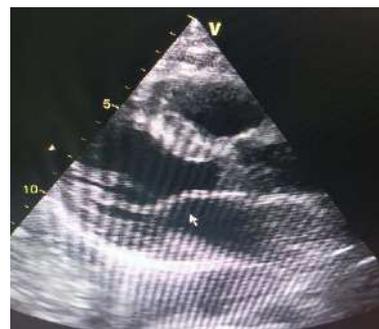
Ecocardiograma Transtorácico con hipertrofia septal leve sin trastornos de la contractilidad.
